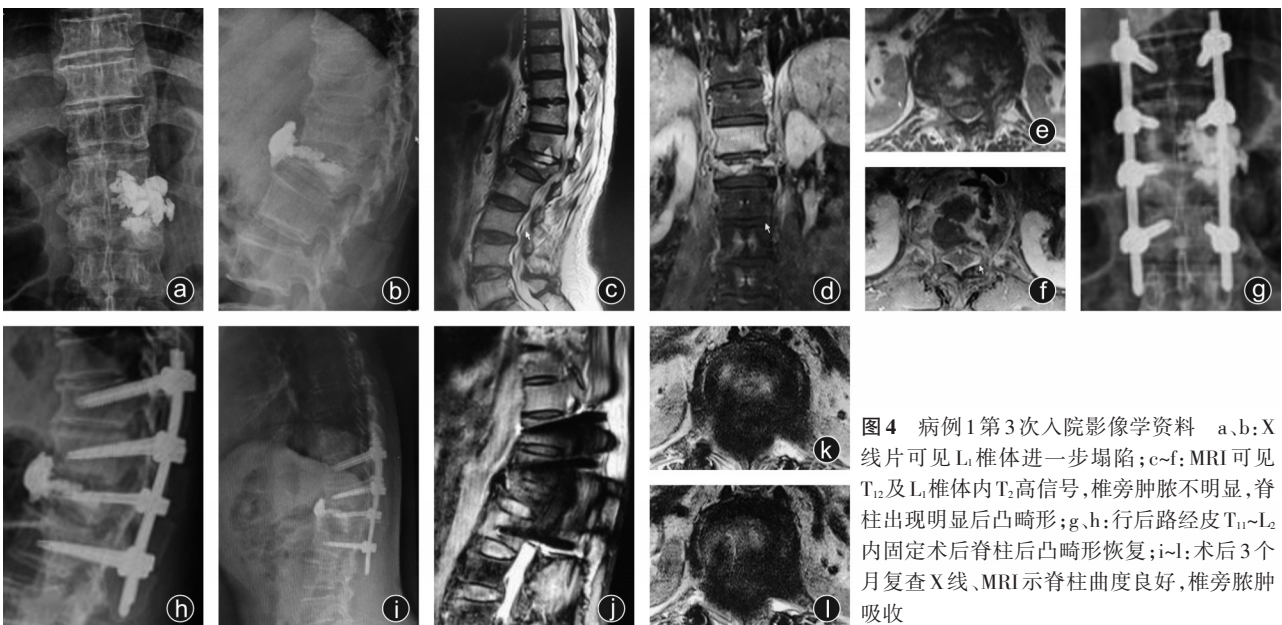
病例1第3次入院影像学资料 a、b: X线片可见L₁椎体进一步塌陷; c~f: MRI可见T₁₂及L₁椎体内T₂高信号,椎旁脓肿不明显,脊柱出现明显后凸畸形; g、h: 行后路经皮T₁₁~L₂内固定术后脊柱后凸畸形恢复; i~l: 术后3个月复查X线、MRI示脊柱曲度良好,椎旁脓肿吸收
